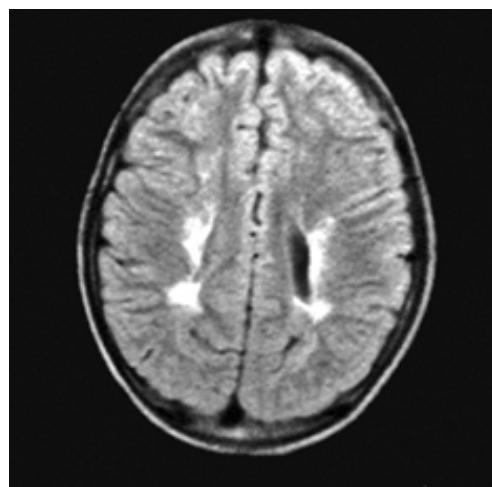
Томограмма больной Б., 13 лет. Диагноз: ДЦП, спастическая диплегия. Т2-ВИ, аксиальная проекция. Боковые желудочки увеличены, контуры задних отделов тел и затылочных рогов неровные. Перивентрикулярно вокруг лобных рогов определяются симметричные зоны повышенного МР-сигнала на Т2-ВИ.
